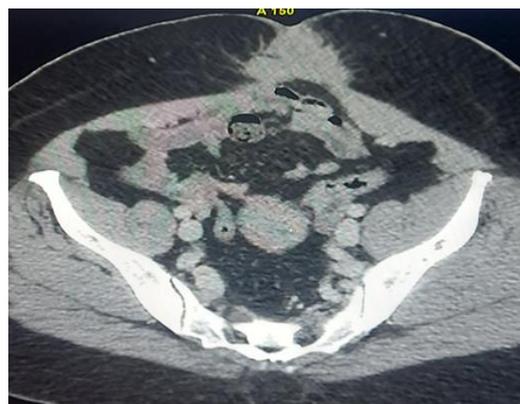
TDM montrant la masse de 40mmx 37mm en contact avec le muscle grand droit de l'abdomen aux limites spéculées
